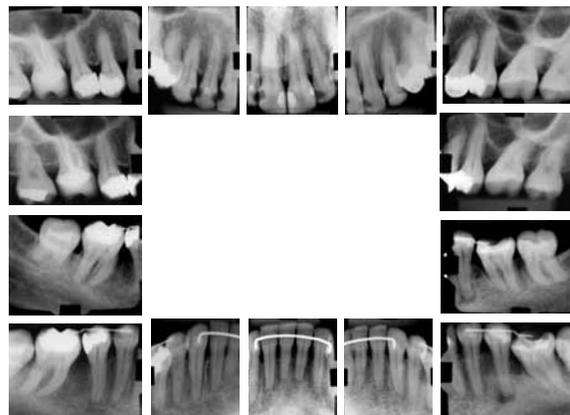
Radiografias panorâmica e periapicais finais.
